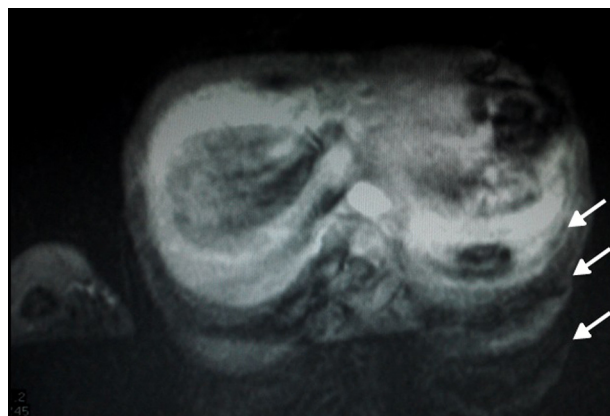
RM de abdomen, corte axial, en ponderación T2: se distingue la reiteración de imágenes difuminadas de aspecto fantasmagórico (flechas), ocasionadas por el movimiento del paciente durante la realización del estudio.
